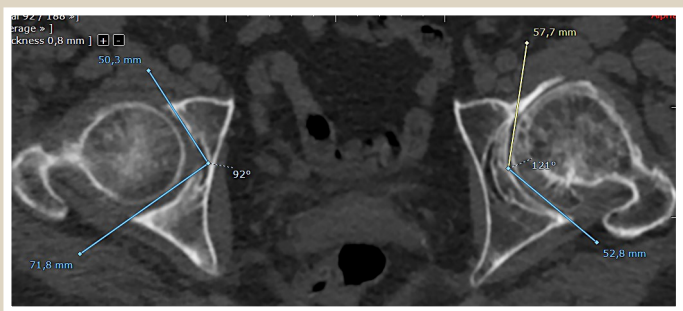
Определение угла сферичности ВВ в горизонтальной плоскости на МСКТ-скане.
